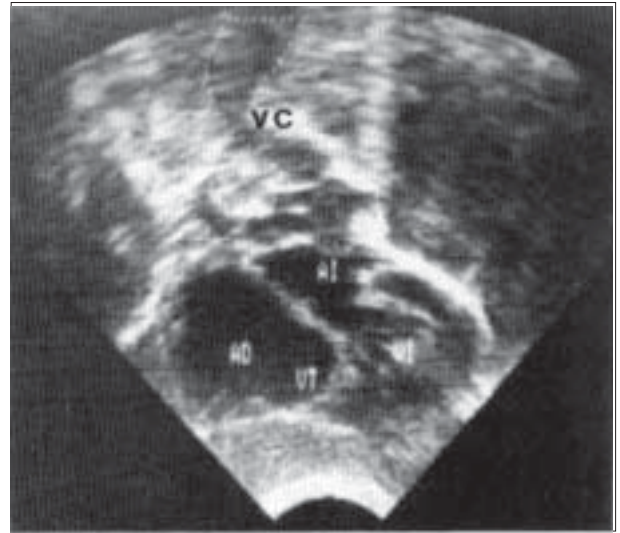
Ecocardiograma bidimensional (ventana subxifoidea) de la lactante con TF (línea punteada) e imagen sugestiva de vena cava superior izquierda persistente. Hay un crecimiento auricular derecho (AD) importante. VT: válvula tricúspide; AI: aurícula izquierda; VI: ventrículo izquierdo; VC: vena cava superior izquierda.
